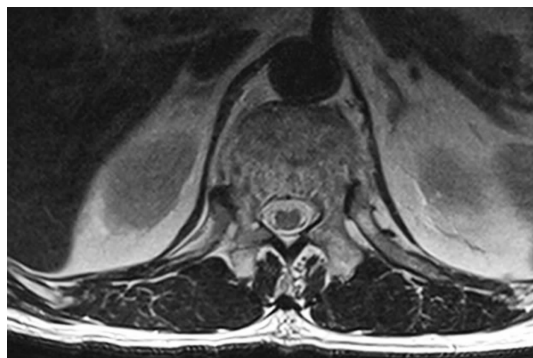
患者,男,70岁,胸椎横断位 MRI T2WI 图像
